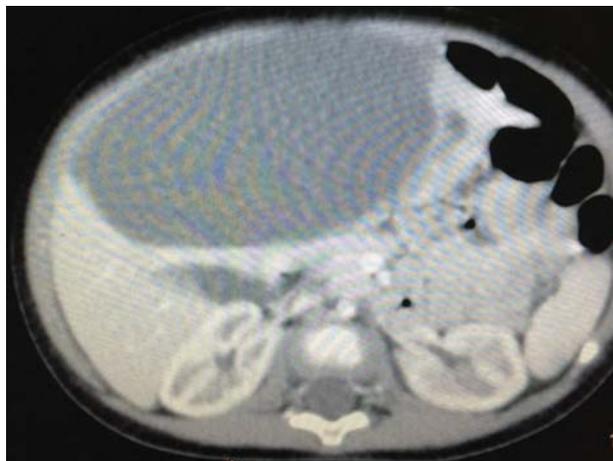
КТ-изображение в аксиальной плоскости уровня печени и почек ребенка после внутривенного контрастирования.
